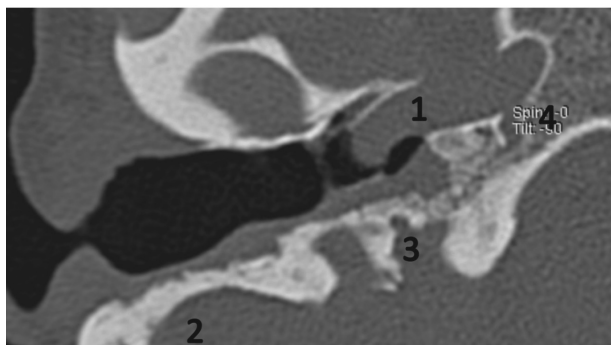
МСКТ височной кости (правое ухо – аксиальная проекция) через 6 месяцев после выполненной субтотальной петрозэктомии:
